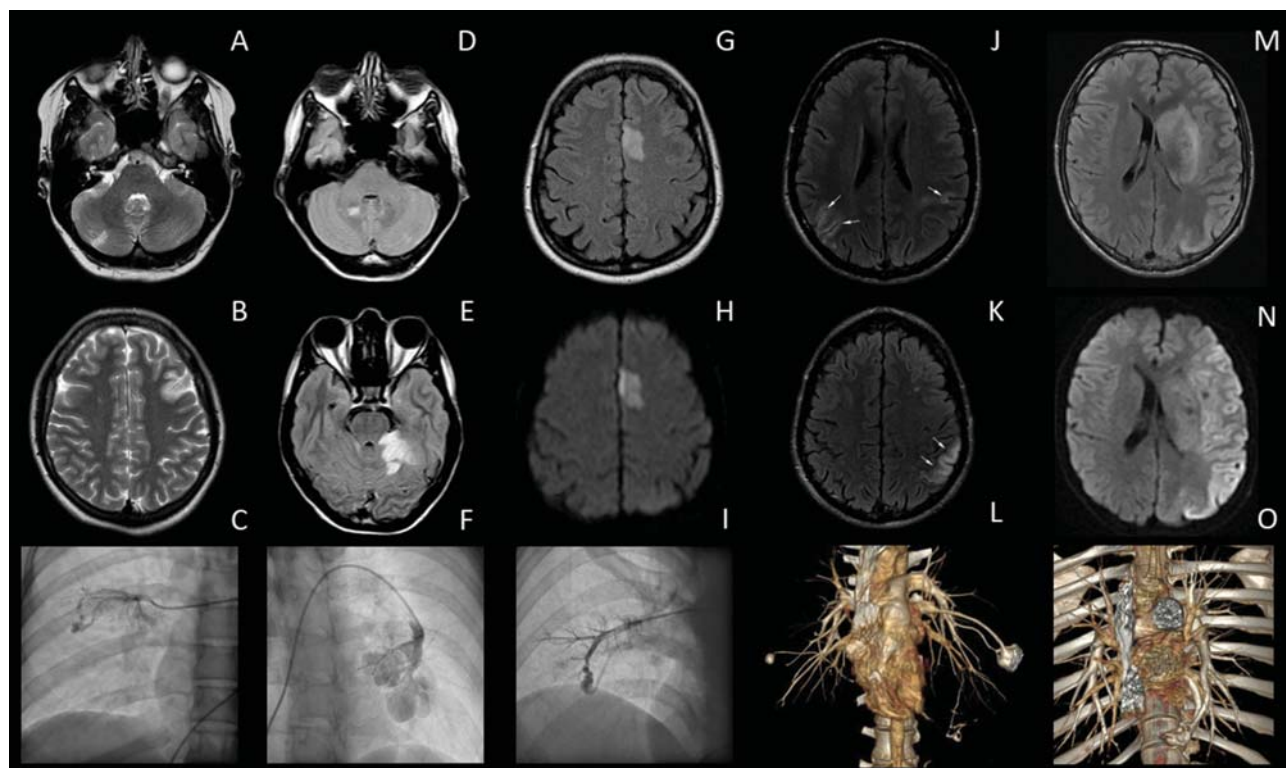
Результаты нейровизуализации и ангиопульмонографии. А, В — МРТ Т2-ВИ пациента №1; С — селективная ангиопульмонография пациента №1; D, E — МРТ FLAIR пациента №2; F — селективная ангиопульмонография пациента №2; G — МРТ FLAIR пациента №3; H — МРТ DWI пациента №3; I — селективная ангиопульмонография пациента №3; J, K — МРТ FLAIR пациента №4; L — КТ-ангиопульмонография пациента №4; M, N — МРТ DWI пациента №5; O — КТ-ангиопульмонография пациента №5
